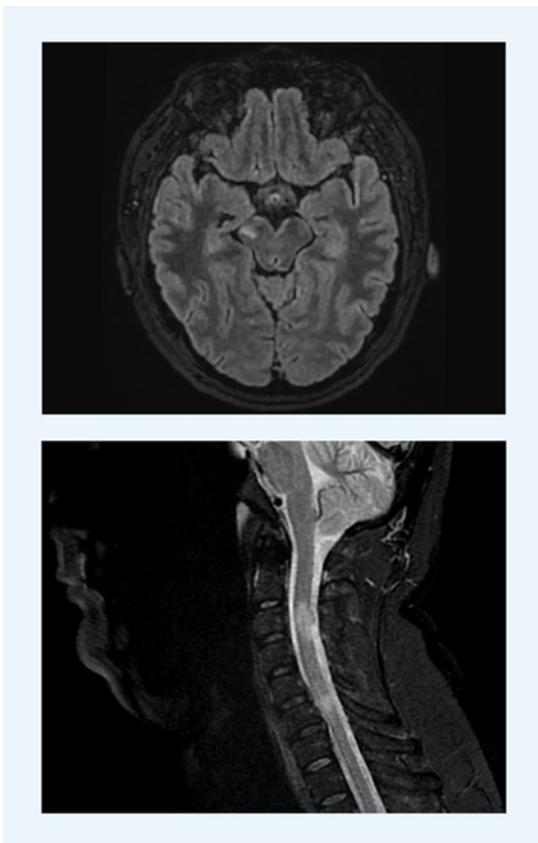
A-B - RMN encefalo e rachide cervicale: presenza di placca mesencefalica destra e due placche cervicali, a livello C3-C4 e C6 (A, sequenze FLAIR; B, sequenze STIR).
